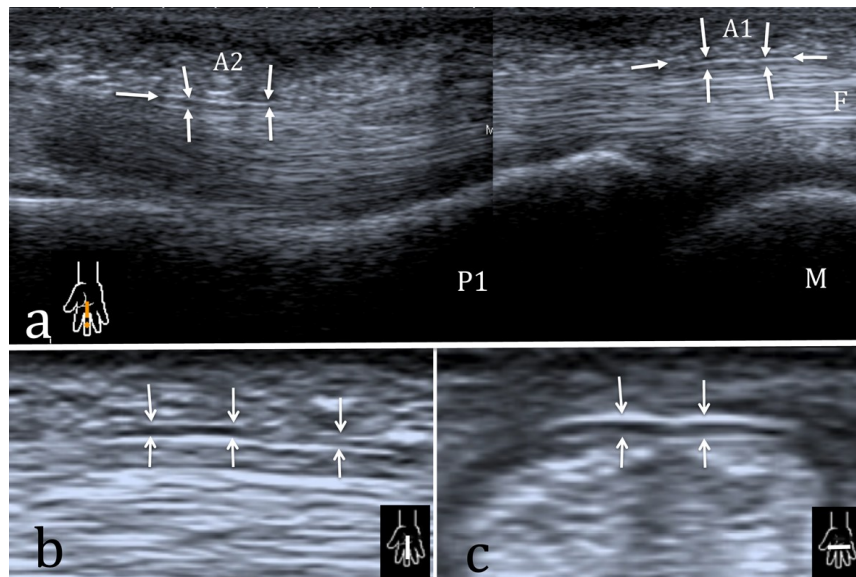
Les poulies normales en échographie
